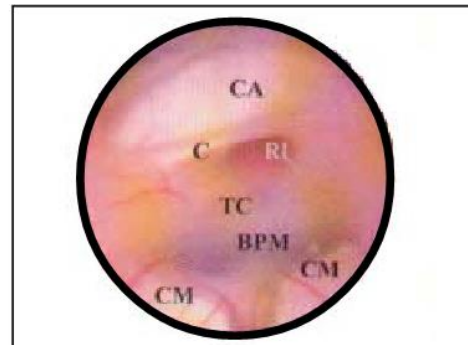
Vista endoscópica del piso anterior del tercer ventrículo. Comisura blanca anterior (CA), quiasma óptico (C), receso infundibular (RI), tuber cinereum (TC), receso premamilar (BPM), cuerpo mamilar (CM)
